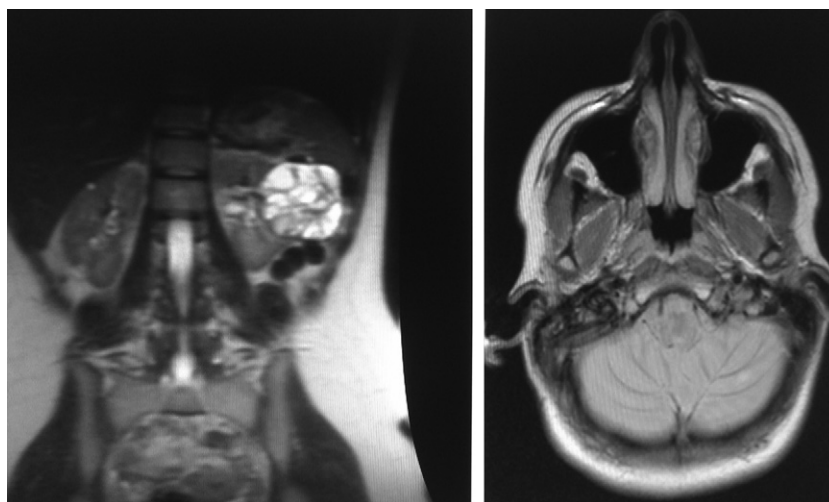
2A) RM abdominal axial. Tumoración quística heterogénea en riñón izquierdo, de $7,6 \times 6,2$ cm de diámetro. 2B) RM cerebral. Lesiones hipercaptantes, situadas en el hemisferio cerebeloso izquierdo, una de unos 5 mm y la otra más periférica de 3 mm, que corresponden a pequeños hemangioblastomas cerebelosos.
